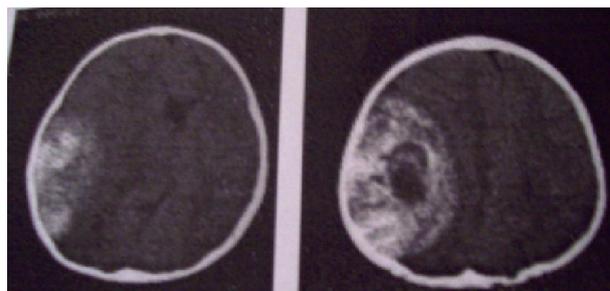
Компьютерные томограммы головного мозга ребенка в возрасте 5 мес; обширная эпидуральная гематома. В левом полушарии определяется область преимущественно повышенной плотности в форме двояковыпуклой линзы, неоднородной структуры.
